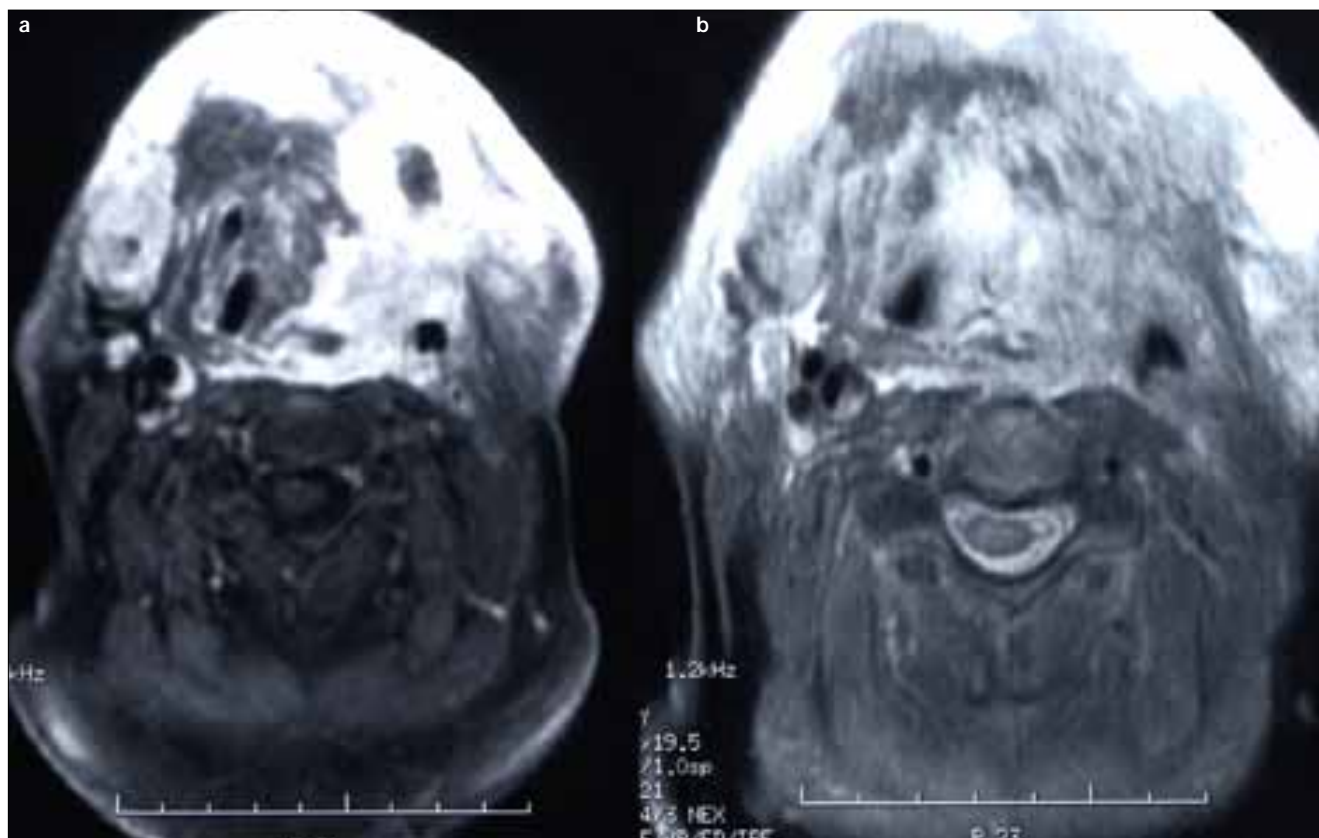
Resonancia magnética, con cortes axiales T₁-Gd (a) y T₂ (b), que muestra la recidiva de la lesión tumoral con la extensión retrofaringea hasta el espacio carotídeo cervical contralateral, que contacta e infiltra la pared de la arteria carótida interna derecha. Se observa el hematoma mural carotídeo derecho de morfología semilunar.
